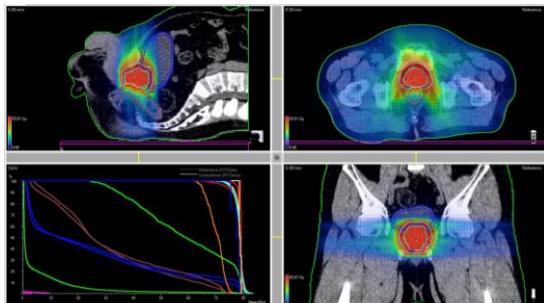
前立腺症例に対する IMRT の DICOM-RT データ、三次元検出器による実測値を用いて患者体内の CT 画像に再構成された線量分布図
